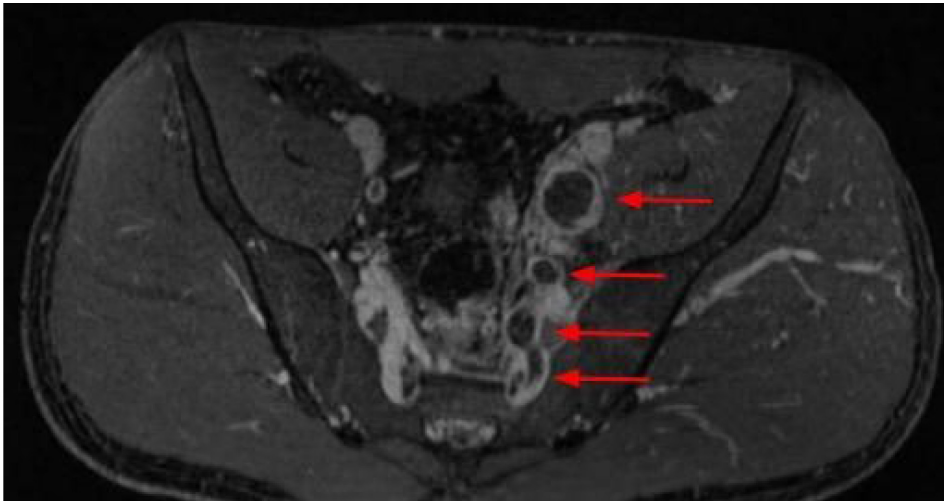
Estudio por resonancia magnética con inyección de contraste donde se observa defecto de relleno en la vena iliaca izquierda, vena hipogástrica y vasos pélvicos profundos (flechas rojas). Hallazgos compatibles con trombosis venosa profunda.
